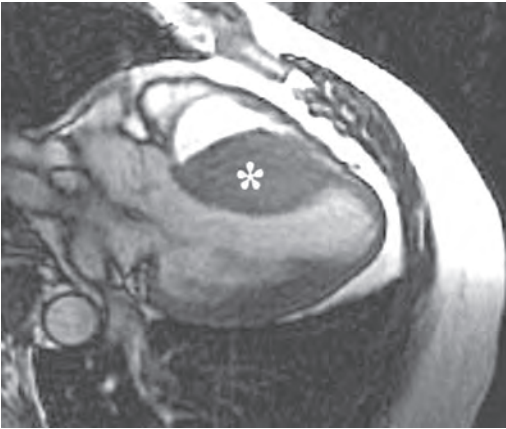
Магнитно-резонансная томография сердца у больных с гипертрофической кардиомиопатией (срез по длинной оси; звездочкой указана гипертрофированная межжелудочковая перегородка).
